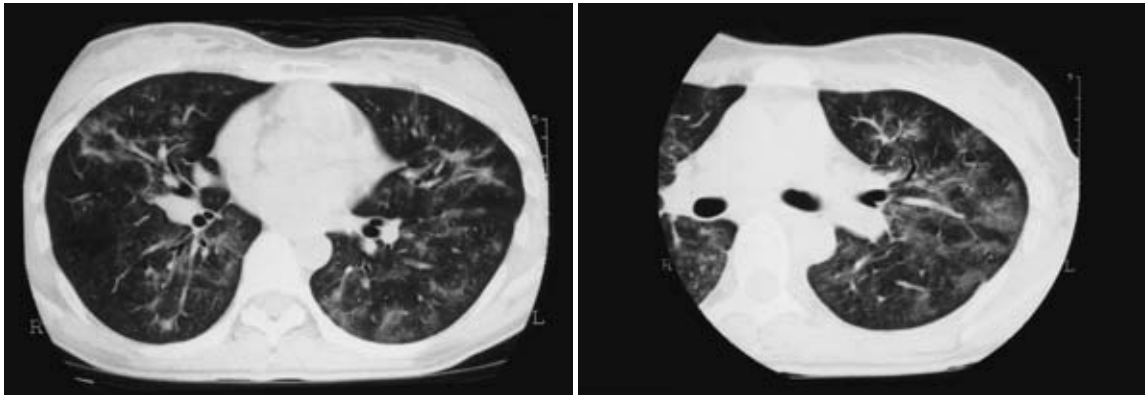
Left: Chest CT scan film on 1st admission reveals ground-glass opacity in both lung fields. Right: Chest CT scan film on 2nd admission reveals ground-glass opacity in both lung fields.
